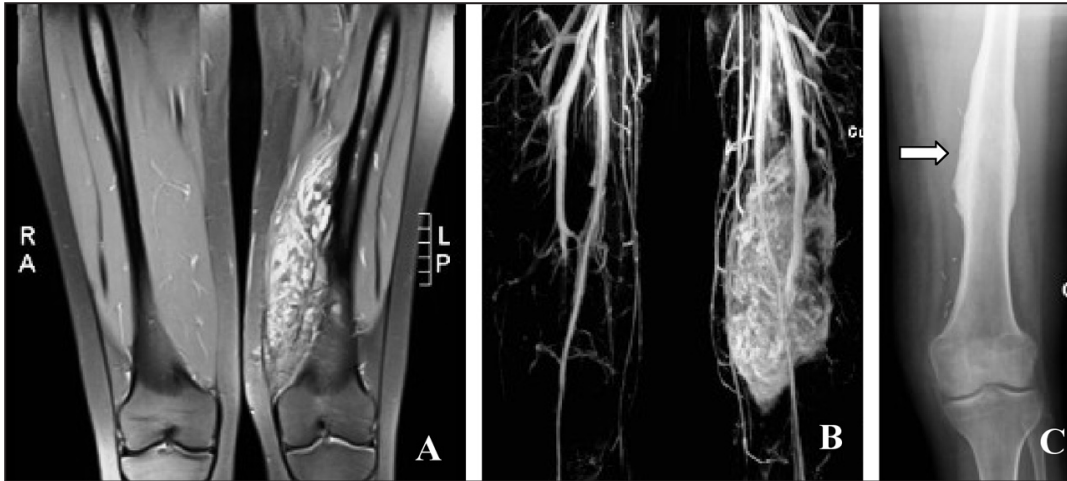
IRM pondéré T2, coupe frontale et image angiographique démontrant l'atteinte du muscle quadriceps. C. Radiographie du fémur gauche, apposition périostée à hauteur du tiers moyen de la diaphyse fémorale avec ébauche de calcification musculaire adjacente au périoste.
